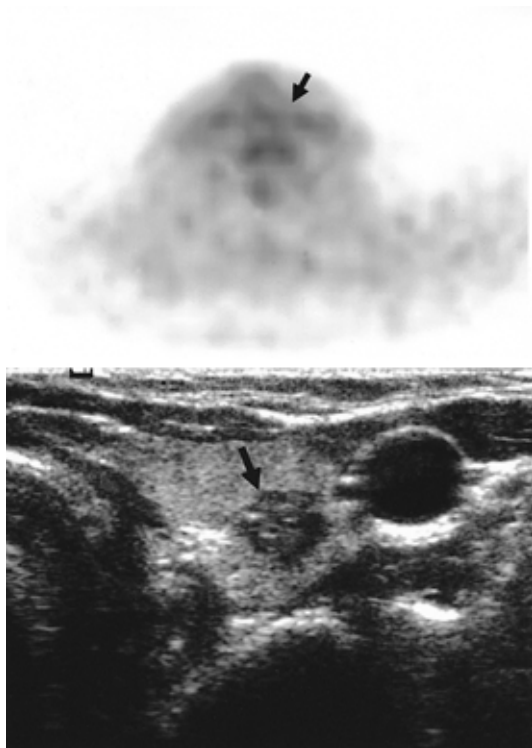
A micropapillary carcinoma with negative FDG uptake is seen in the left thyroid gland in US scan (arrow). The FDG uptake of the nodule is less than that of soft tissue around it, i.e., vascular pools, muscles and bone marrow.; patient #13 in Table 1.
